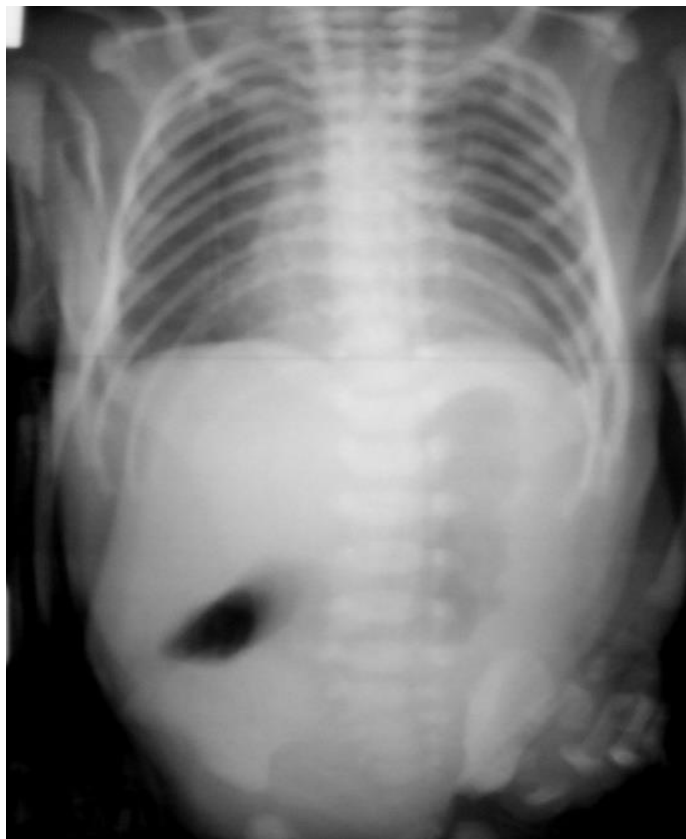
Оглядова рентгенограма дитини Кендзьора Мар'яна, МКСХ № 783/63, на 1 добу життя. Виявлено рівень рідини в розширеному шлунку та дванадцятипалій кишці
